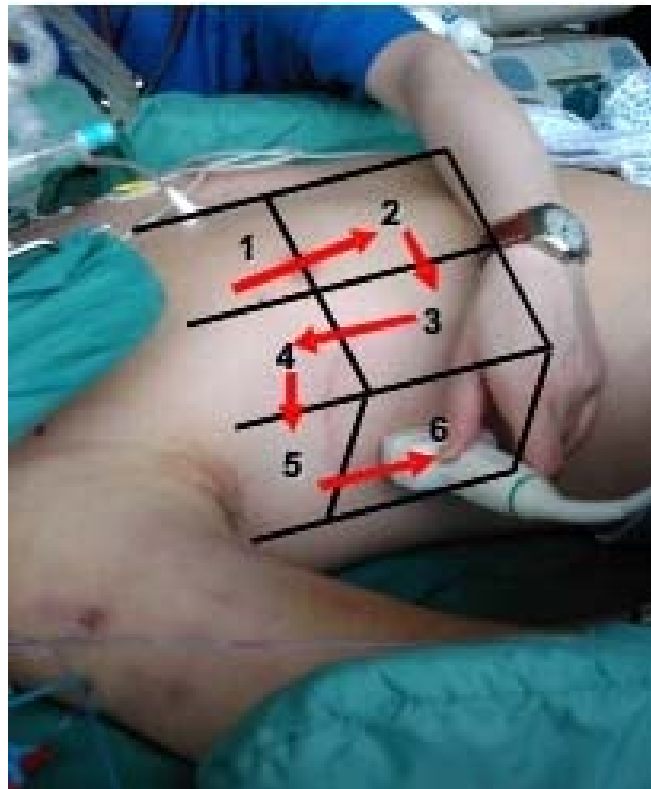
Vorgehen bei der Sonographie eines Pneumothorax
